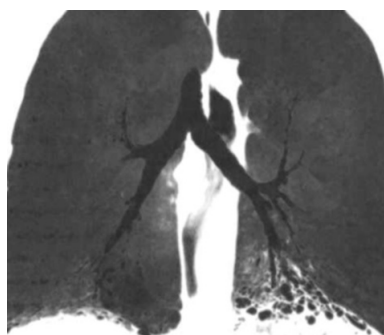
МСКТ, постпроцессинговая обработка, MinIP, фронтальный срез: бронхоэктатическая деформация бронхов нижних долей, пневмофиброз
